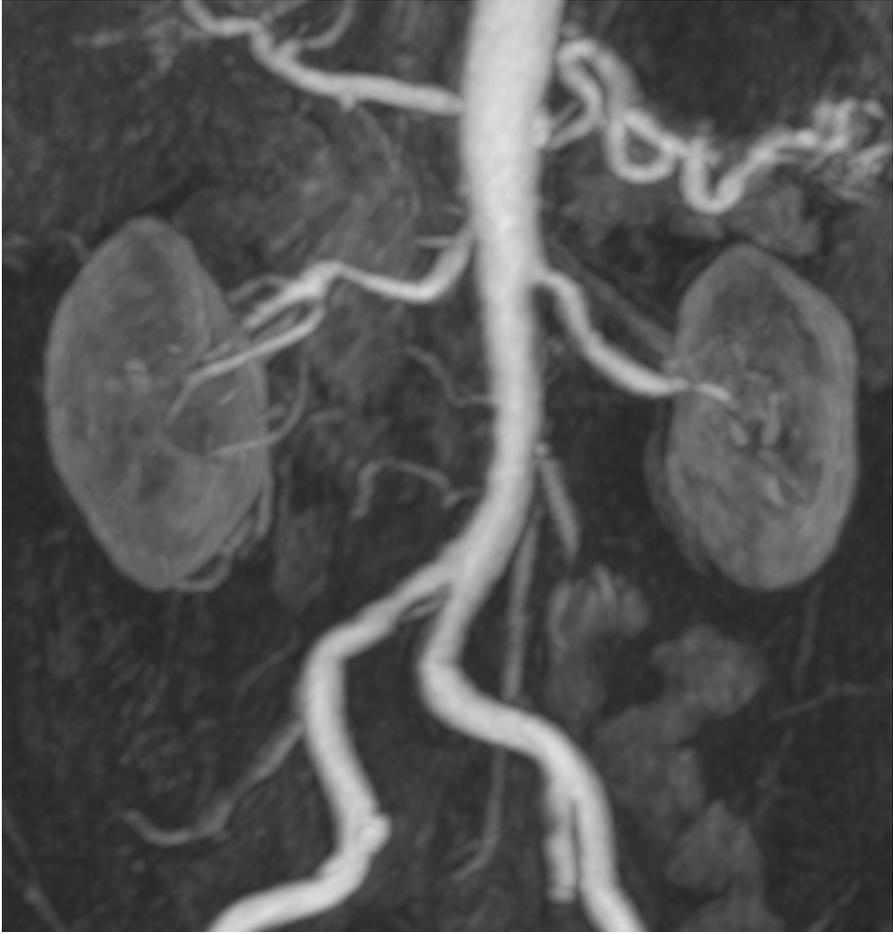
Imagerie par résonance magnétique (IRM)
